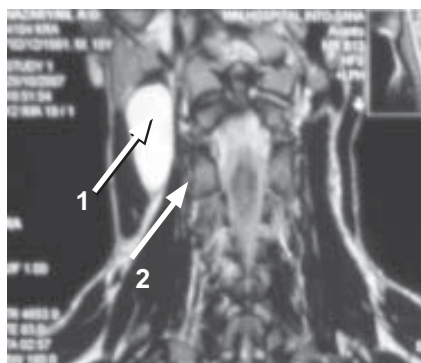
МРТ органів шиї: 1 — пухлиноподібне утворення; 2 — біфуркація сонної артерії та взаємовідношення з утворенням
